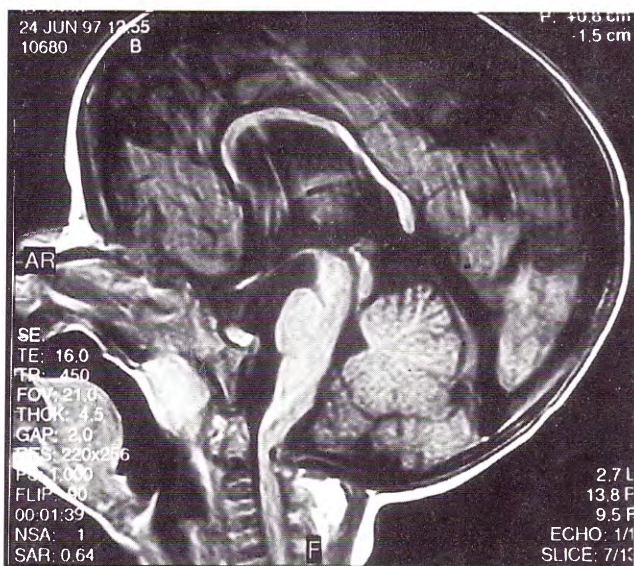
Caso 5. IRM sagital prequirúrgica. Invaginación basilar. Orificio magno estrecho. Borramiento del espacio subaracnoideo espinal.
